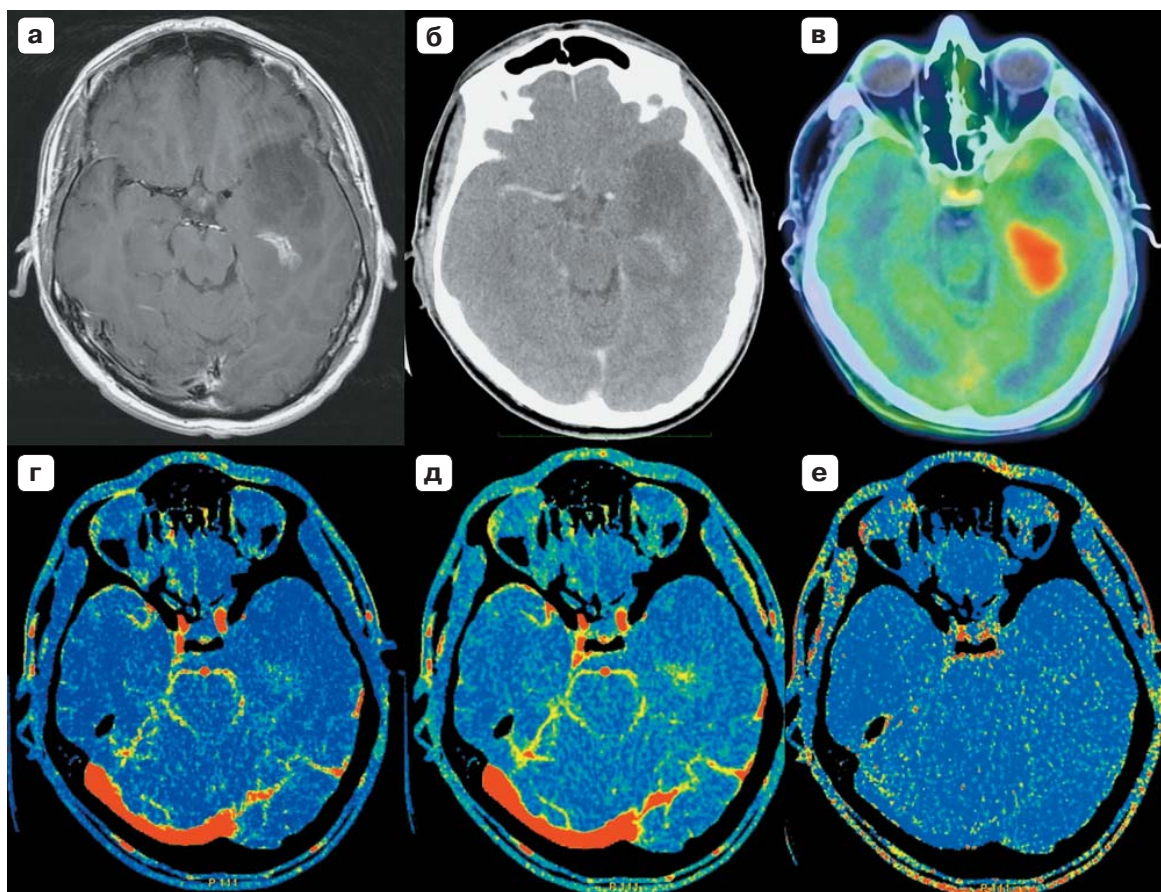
Пациент С., 46 лет, с анапластической астроцитомой левой височной области. МР-томограмма головного мозга с внутривенным введением контрастного препарата (а). Компьютерная томограмма с внутривенным контрастированием (б) продемонстрировала фрагментарное контрастное усиление. По данным ПЭТ-КТ с метионином (в) отмечается высокая метаболическая активность новообразования в контрастируемой части образования. КТ в режиме перфузии выявила повышение скорости кровотока (г) и объема крови (д) без явного повышения проницаемости (е) в участке, соответствующем накоплению контрастного препарата при КТ и РФП при ПЭТ-КТ с метионином.
